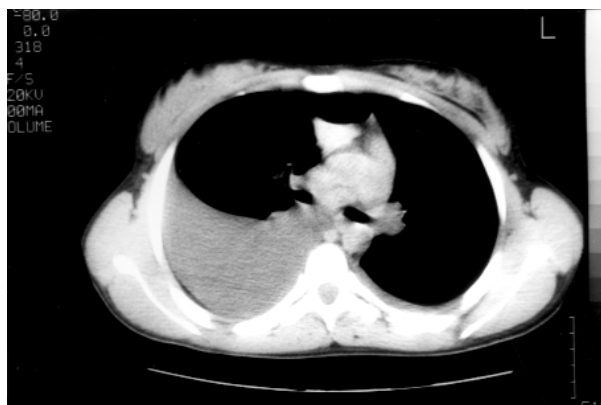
TC torácica con imagen de derrame pleural derecho y atelectasia compresiva del lóbulo inferior derecho.
